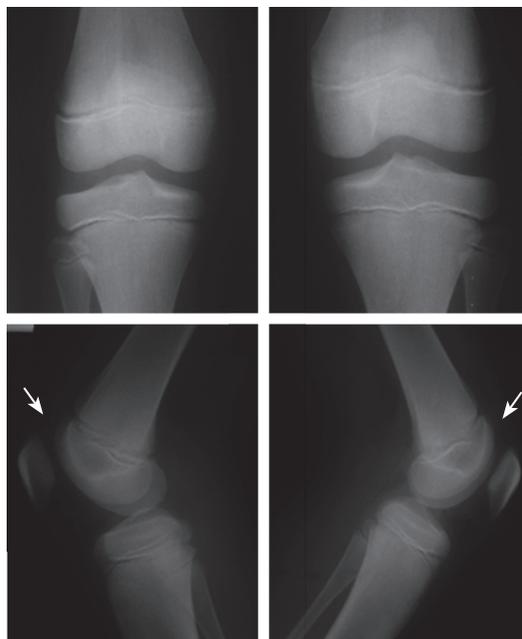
RADIOGRAFÍA COMPARATIVAS DE RODILLAS, PROYECCIÓN ANTERO-POSTERIOR Y LATERAL. Demuestra aumento de la densidad de la bursa supra-rotuliana sin evidencia de lesiones óseas (Flechas).
